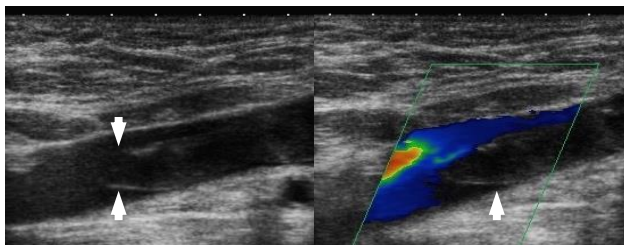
Trombo flotante. Ecografía modo B (izquierda) y modo Doppler color (derecha) que muestra trombo flotante en vena femoral.
